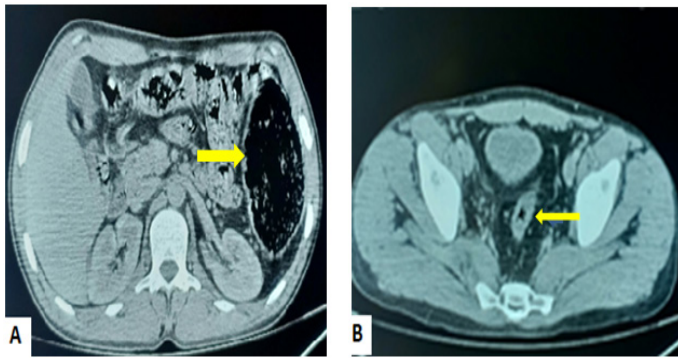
La TDM abdominale objectivait une importante distension du cadre colique avec stase stercorale (A), et disparité de calibre au niveau de l'anastomose recto-colique (B).
